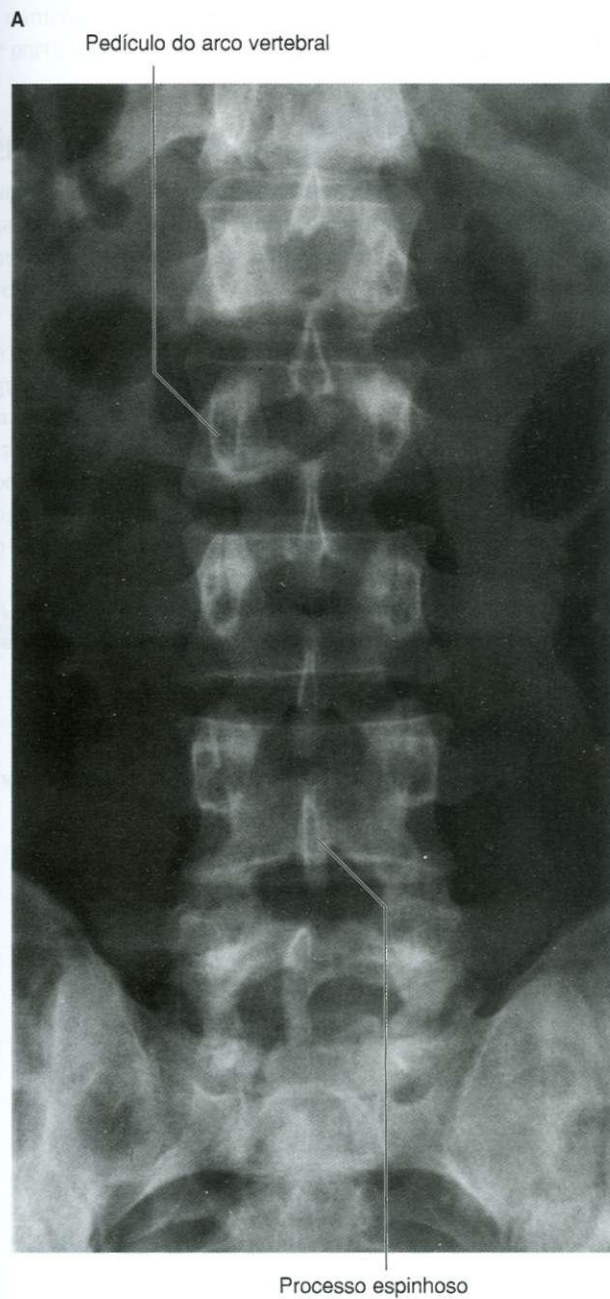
Radiografia da região lombar da coluna vertebral. A. Projeção ântero-posterior. B. Projeção lateral.
